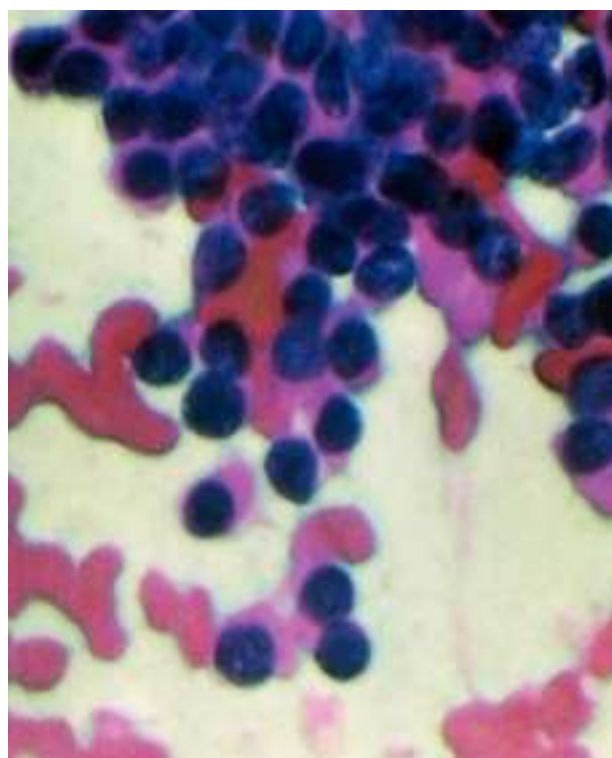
Citología obtenida mediante punción aspirativa con aguja fina guiada por ultrasonografía endoscópica (USE-PAAF). Obsérvese las células de pequeño tamaño, uniformes, con citoplasmas redondeados y núcleos excéntricos, características de un tumor neuroendocrino (tinción de Papanicolaou).
